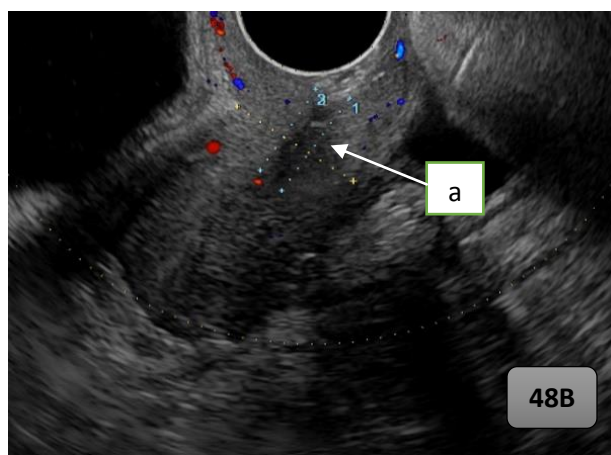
Рисунок 48В. — Ультразвуковая томограмма аваскулярной шейки матки через 1 год после окончания лечения (пациентка А.): а) аваскулярная шейка матки
